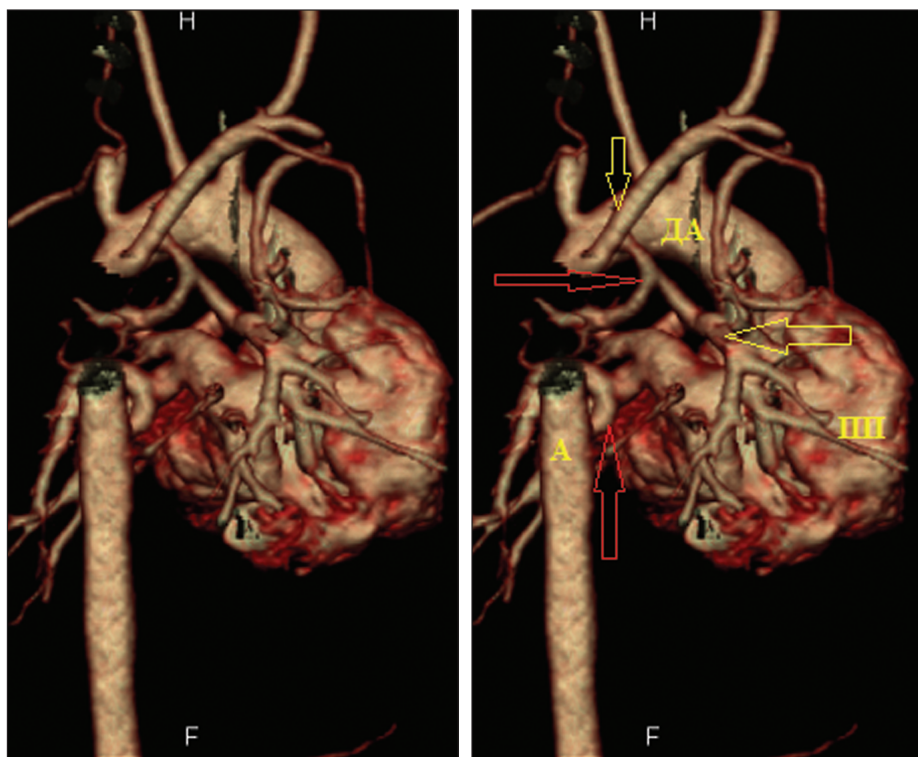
КТ-ангиография. Объемная реконструкция. Атрезия легочной артерии 3-го типа (отсутствуют клапан, ствол и одна из ветвей легочной артерии)
